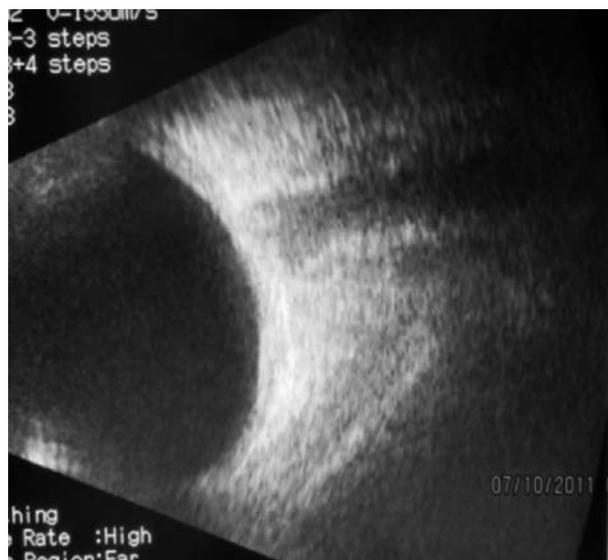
УЗИ зрительного нерва пациентка Т., 38 л. Визуализируется гипозоногенное изображение зрительного нерва с гиперэхогенными включениями в передней части орбитального отдела зрительного нерва.
